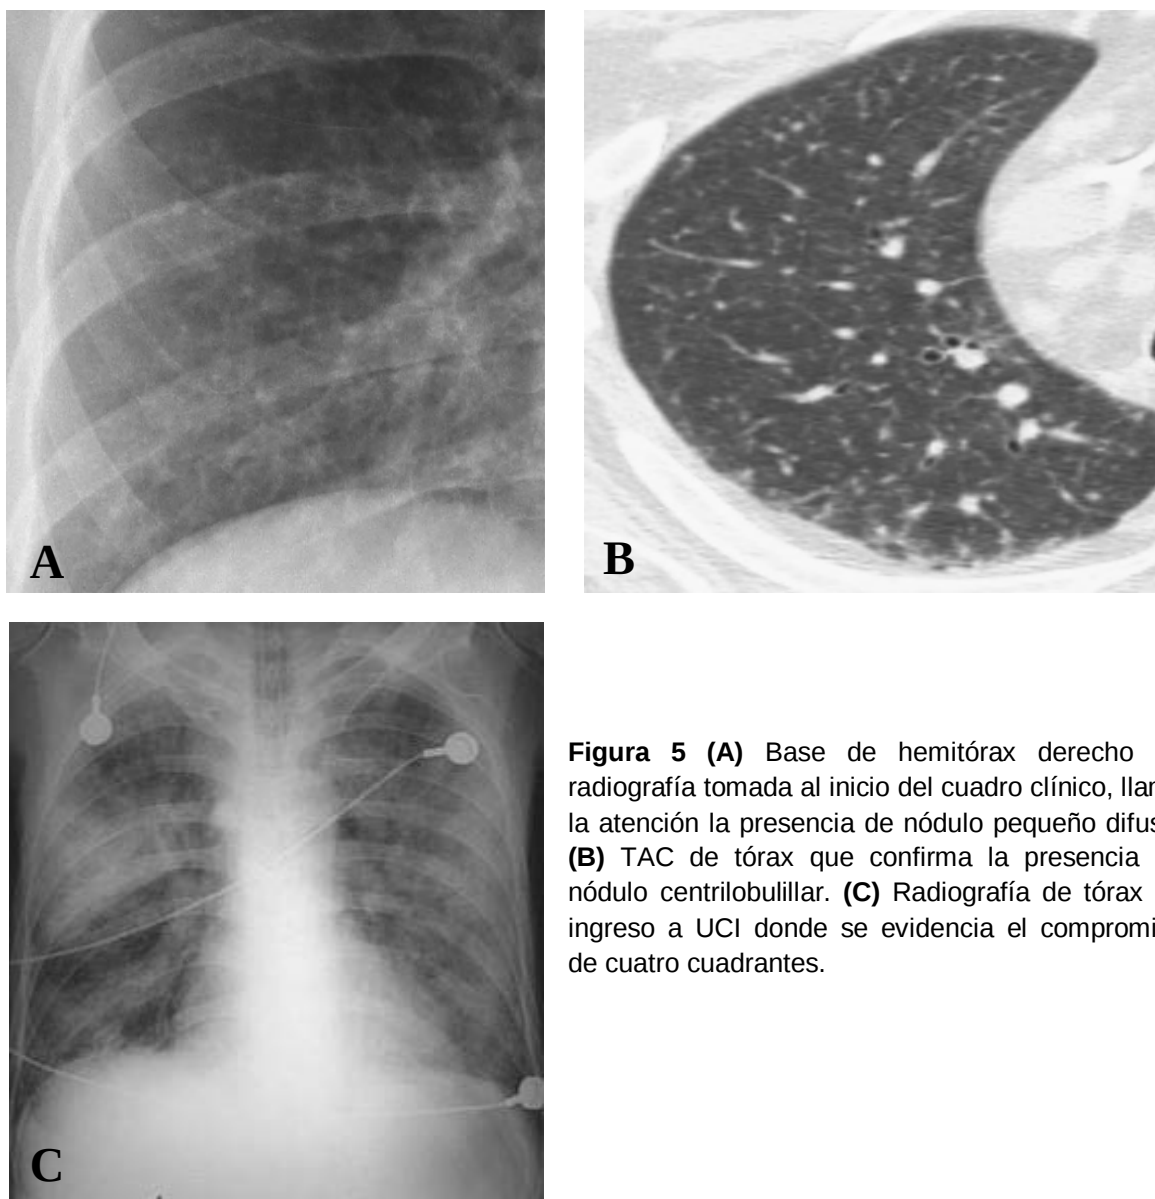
(A) Base de hemitórax derecho en radiografía tomada al inicio del cuadro clínico, llama la atención la presencia de nódulo pequeño difuso. (B) TAC de tórax que confirma la presencia de nódulo centrilobulillar. (C) Radiografía de tórax de ingreso a UCI donde se evidencia el compromiso de cuatro cuadrantes.
